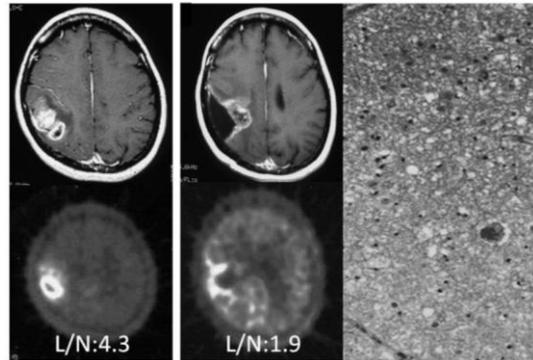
¹⁸F-BPA-PETを用いた経過観察の例
